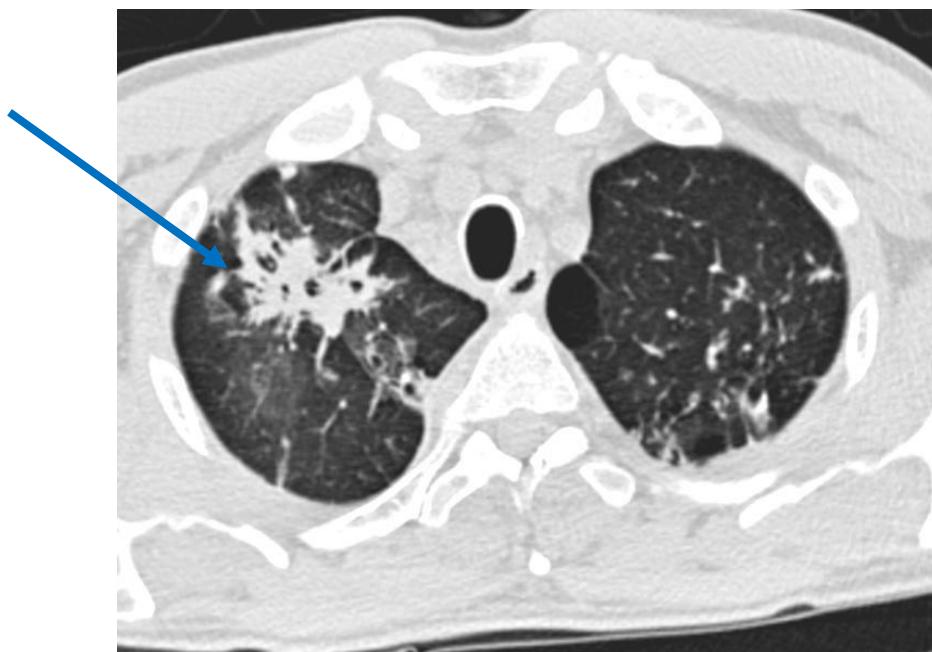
КТ груди, аксиальный срез. Больной Н., 49 лет.
